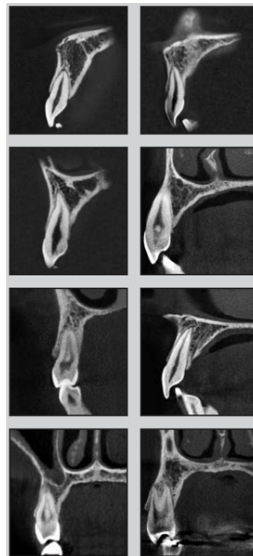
Diferentes grosores del hueso alveolar en los diferentes dientes del maxilar superior anterior analizados mediante imágenes de CBCT. Imágenes extraídas de la publicación de Braut y cols. (55)
